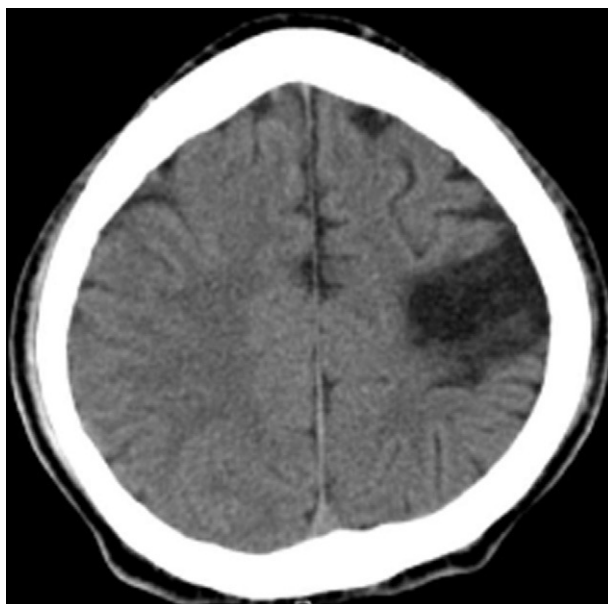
Tomografía de cráneo simple en la cual se observa infarto frontoparietal izquierdo.
